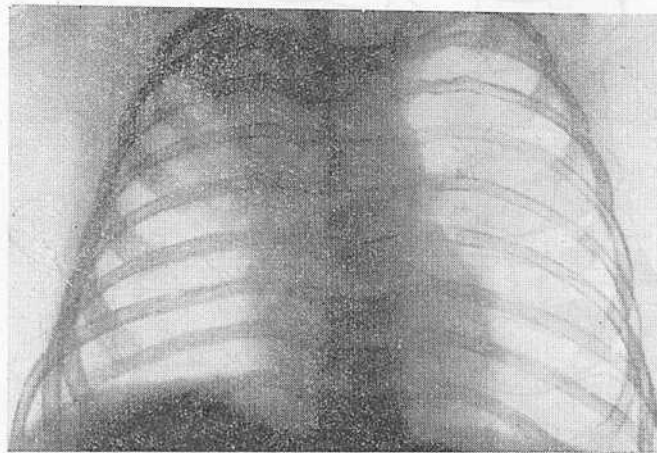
Рентгенограмма грудной клетки в передней проекции ребенка 9 месяцев.
